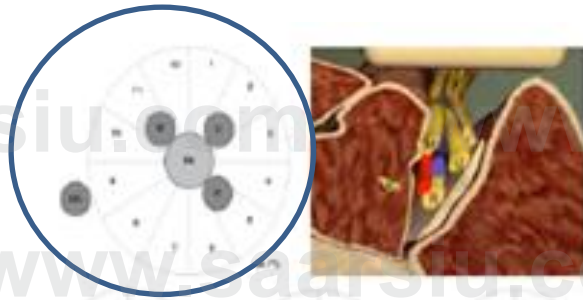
d'après J. L. Christophe, F. Berthier, A. Boillot, L. Tatu, A. Viennet, N. Boichut and E. Samain 2009. *Br J Anaesth* Assessment of topographic brachial plexus nerves variations at the axilla using ultrasonography
